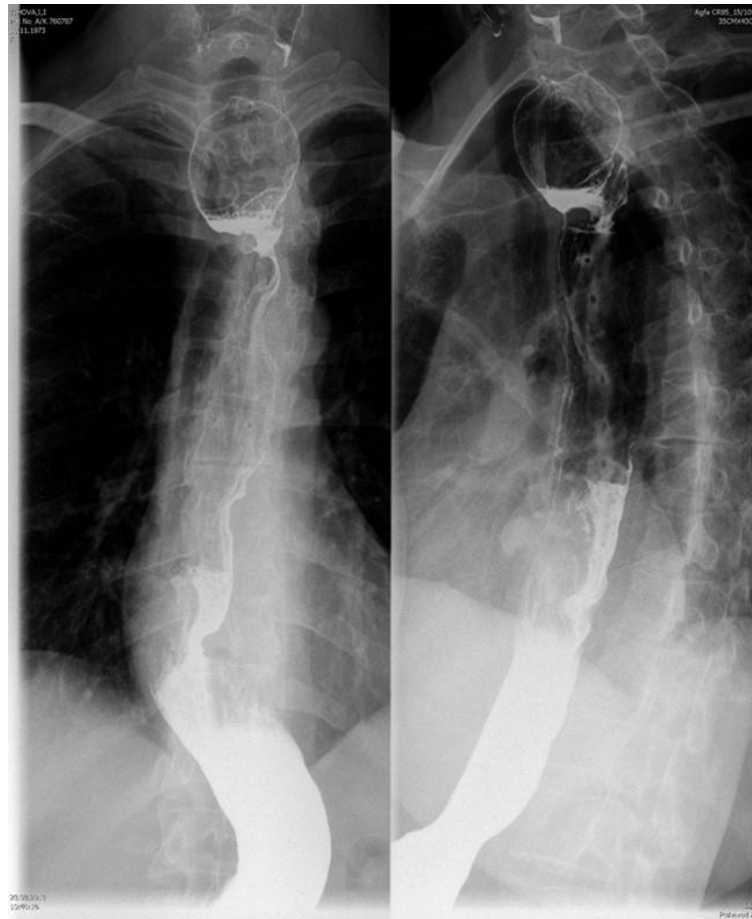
Обзорная рентгенограмма грудной клетки больного В. до операции.
